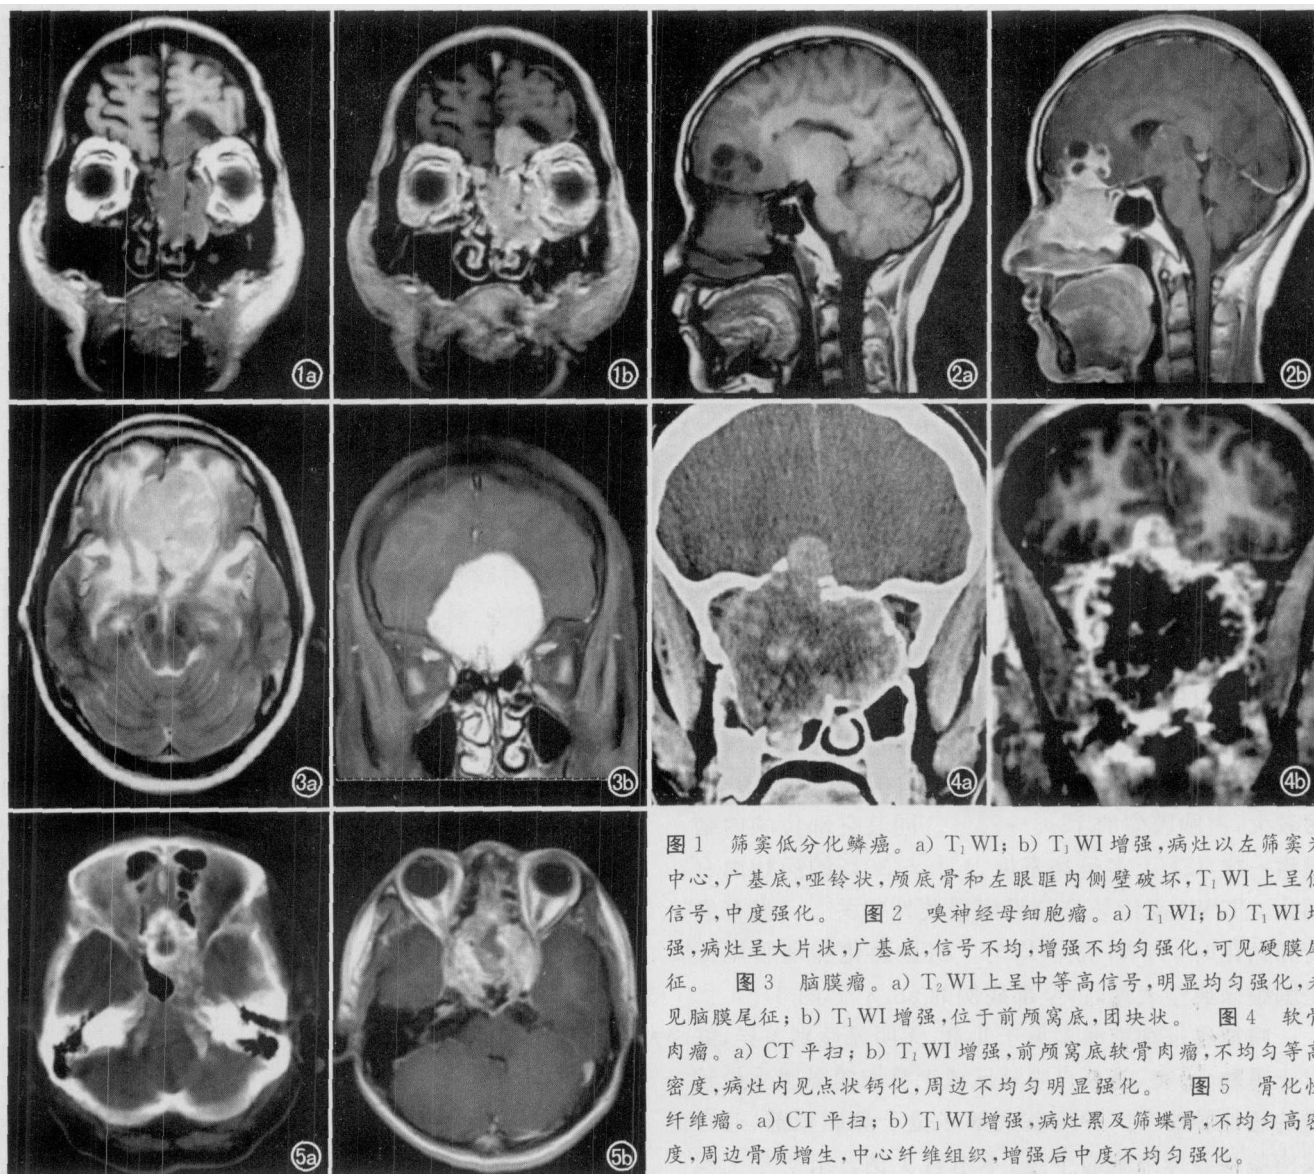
筛窦低分化鳞癌。a) T_1WI ; b) T_1WI 增强, 病灶以左侧筛窦为中心, 广基底, 哑铃状, 颅底骨和左眼眶内侧壁破坏, T_1WI 上呈低信号, 中度强化。图 2 嗅神经母细胞瘤。a) T_1WI ; b) T_1WI 增强, 病灶呈大片状, 广基底, 信号不均, 增强不均匀强化, 可见硬膜尾征。图 3 脑膜瘤。a) T_2WI 上呈中等高信号, 明显均匀强化, 未见脑膜尾征; b) T_1WI 增强, 位于前颅窝底, 团块状。图 4 软骨肉瘤。a) CT 平扫; b) T_1WI 增强, 前颅窝底软骨肉瘤, 不均匀等高密度, 病灶内见点状钙化, 周边不均匀明显强化。图 5 骨化性纤维瘤。a) CT 平扫; b) T_1WI 增强, 病灶累及筛蝶骨, 不均匀高密度, 周边骨质增生, 中心纤维组织, 增强后中度不均匀强化。
